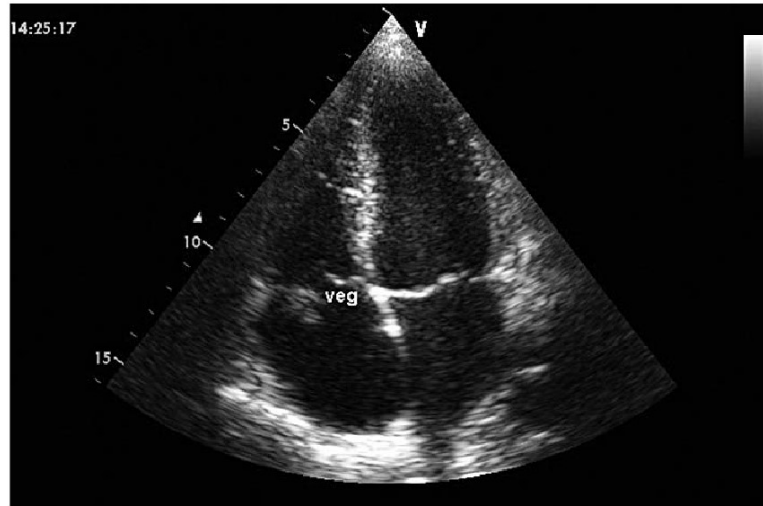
Эхокардиография в В-режиме. Апикальная четырехкамерная позиция. Дилатация правого предсердия. На передней створке трикуспидального клапана визуализируются флотирующие вегетации. Гипертрофия межжелудочковой перегородки
